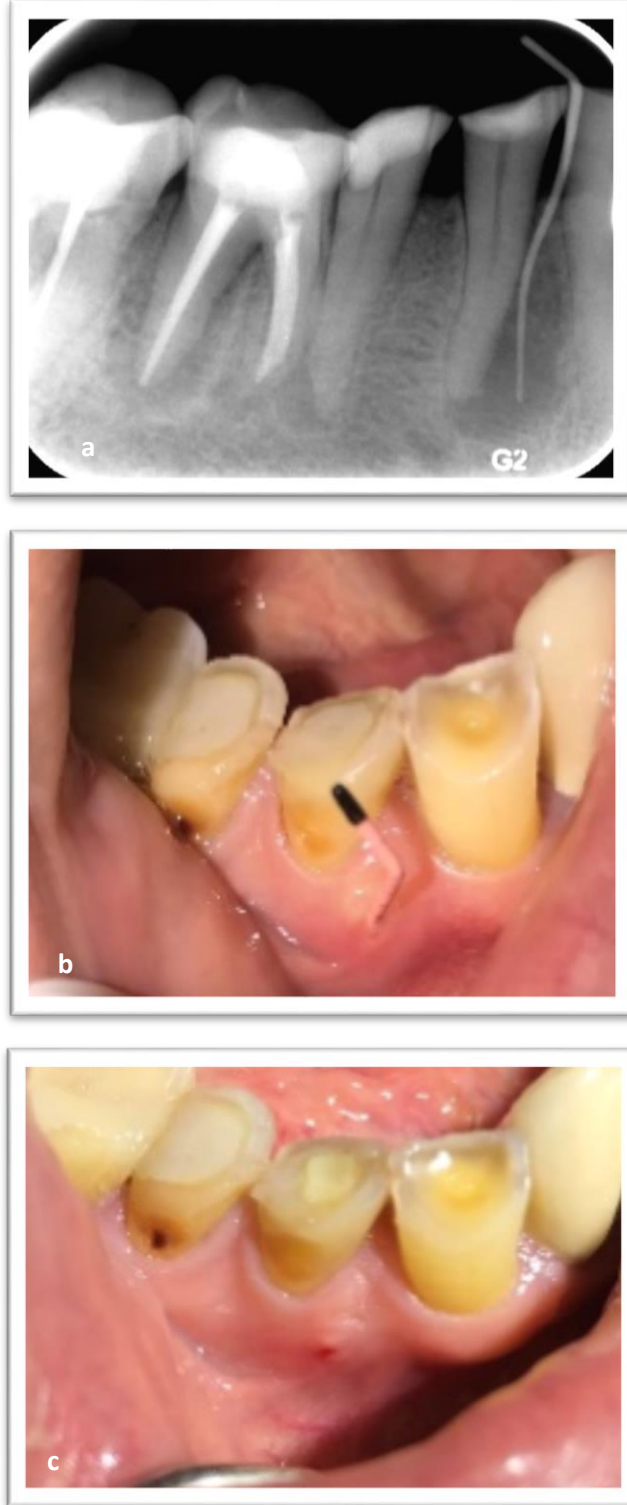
14 nolu dişe ait bukkal mukozada bulunan saplı/pedinkül olarak açılan papül/kabarık şekilli sinüs yolunun periapikal radyografisi (a), ağız içi görünümü (b), iyileşme görünümü (c)
